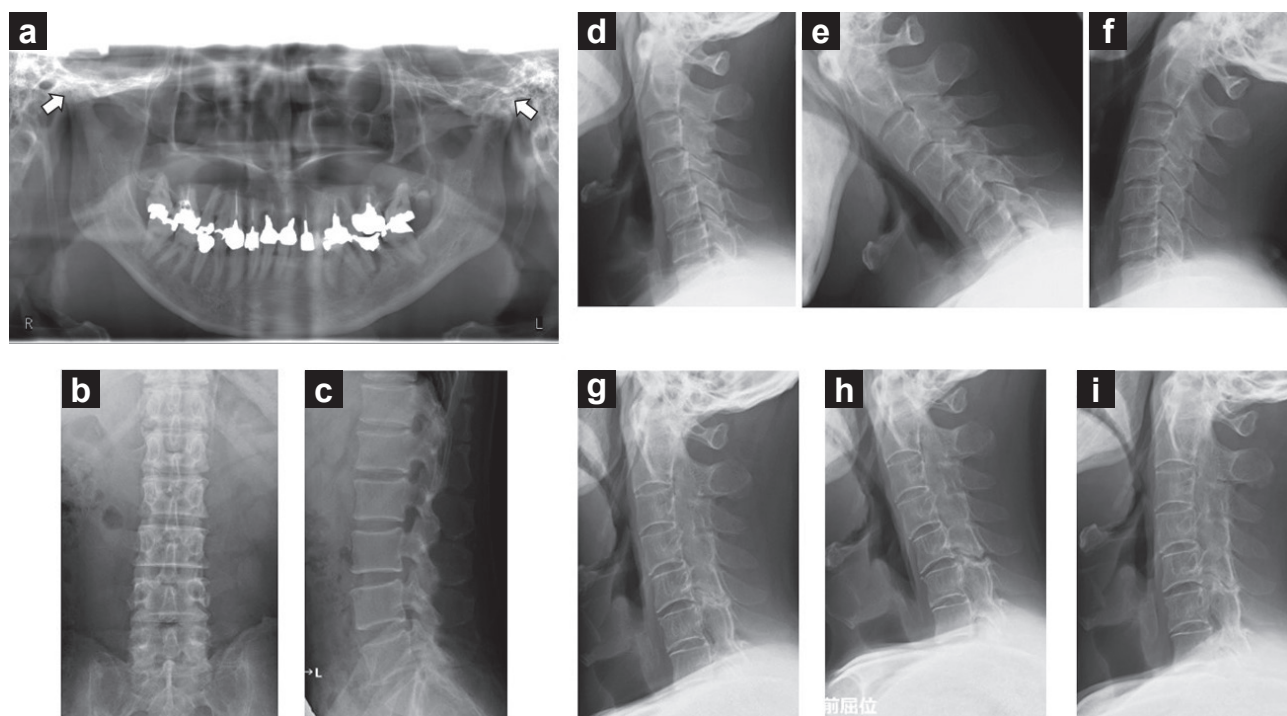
X年のオルソパントモ、腰椎単純X線画像。X年とX-12年の頸椎単純X線画像
